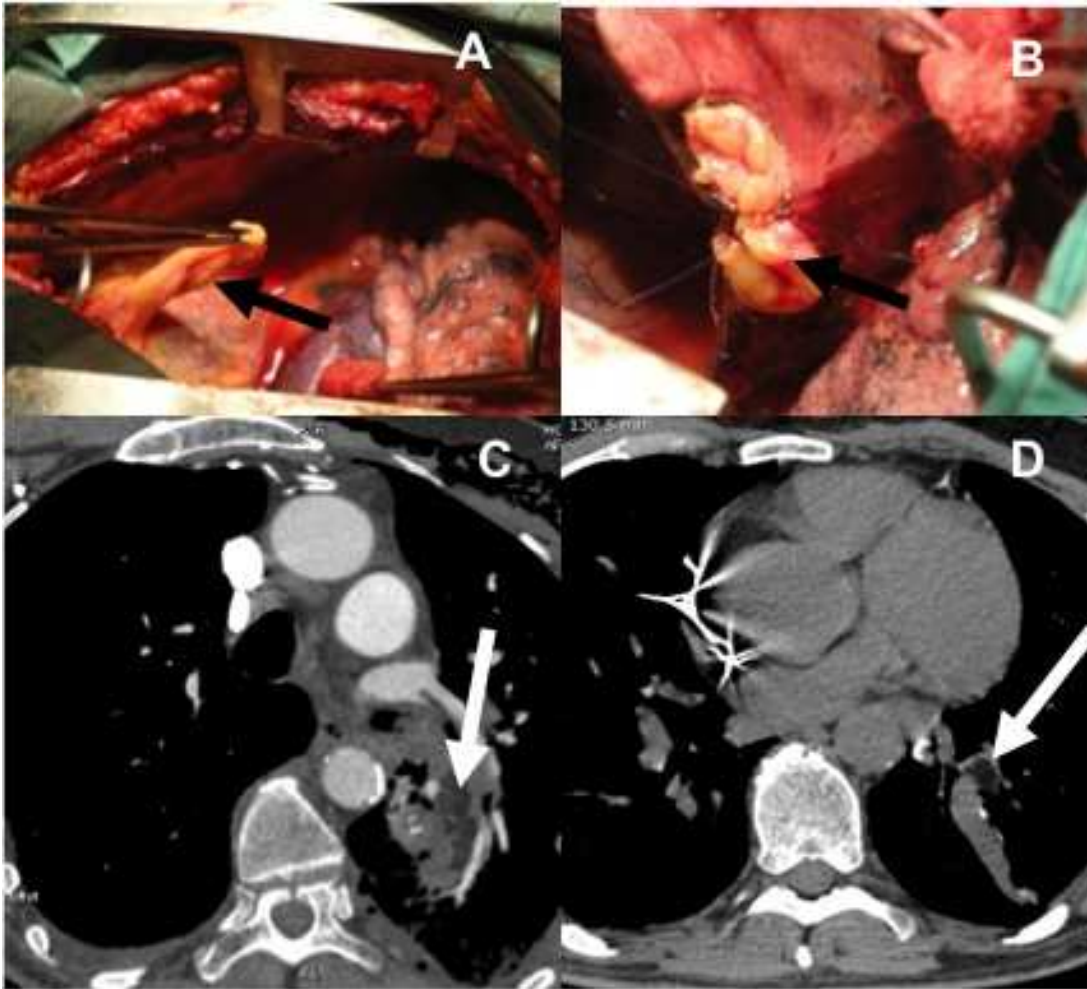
A 61 year-old man submitted to lower lobe lobectomy due to bronchial carcinoma. (A) isolation of pericardial fat (black arrow); (B) free pericardial fat sutured on lung bloody surface (black arrow); (C) Chest CT showing pericardial fat in the lung parenchyma (white arrow) 36 hours and (D) 3 months after surgery.
